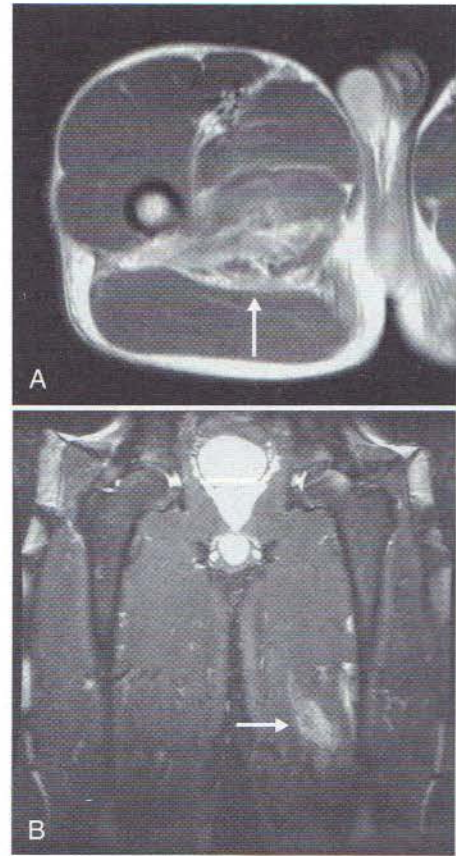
Exemple de luxații ale adductorilor. A, IRM axială a coapsei proximale, ponderată T2, indicând o ruptură hemoragică a grupei musculare a adductorilor proximali (săgeată). Pacientul era un jucător de hochei de talie olimpică, care a fost oprit brusc din partea dreaptă în timp ce piciorul său drept se afla în abducție. B, IRM coronală a coapselor, ponderată T2, indicând o luxație mai distală și mai puțin severă a grupei adductorilor stângi decât cea observată în A (săgeată). Acest pacient era tot un jucător de hochei.
